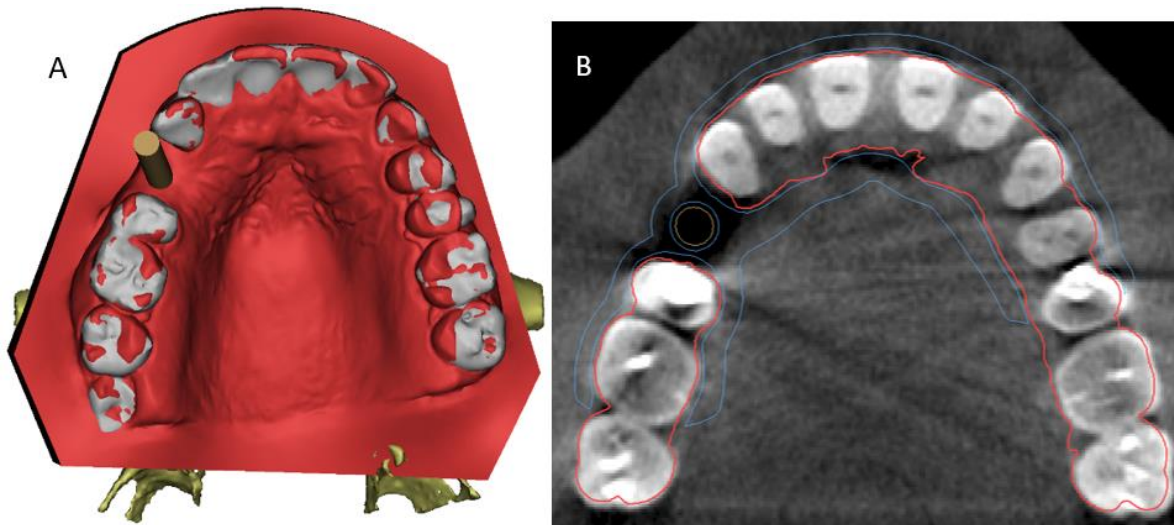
A) modelo 3D del hueso maxilar y dientes obtenido a partir de una CBCT. B) Modelo 3D escaneado en el que se observan con detalle las coronas de los dientes y la mucosa.<sup>3</sup>
